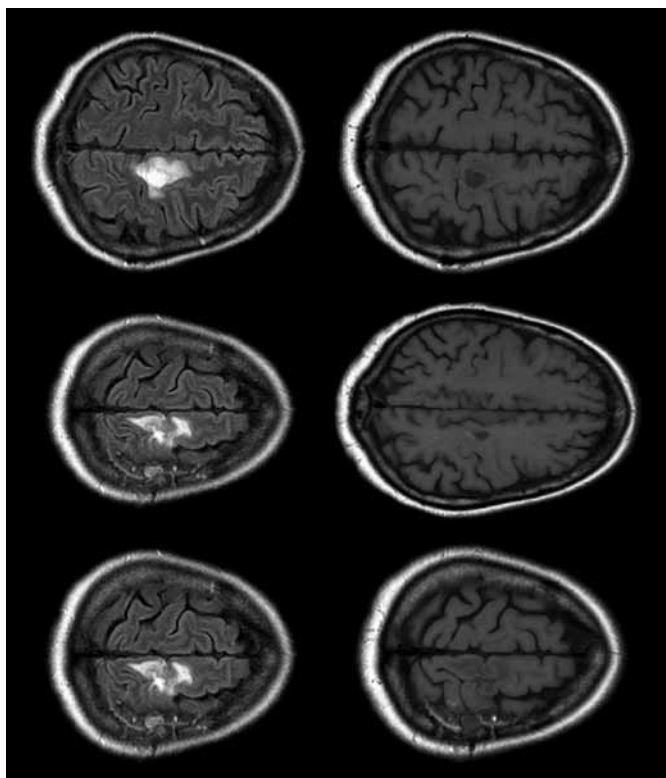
T1- и T2-взвешенные МРТ-граммы пациентки через 2 мес. после операции.
